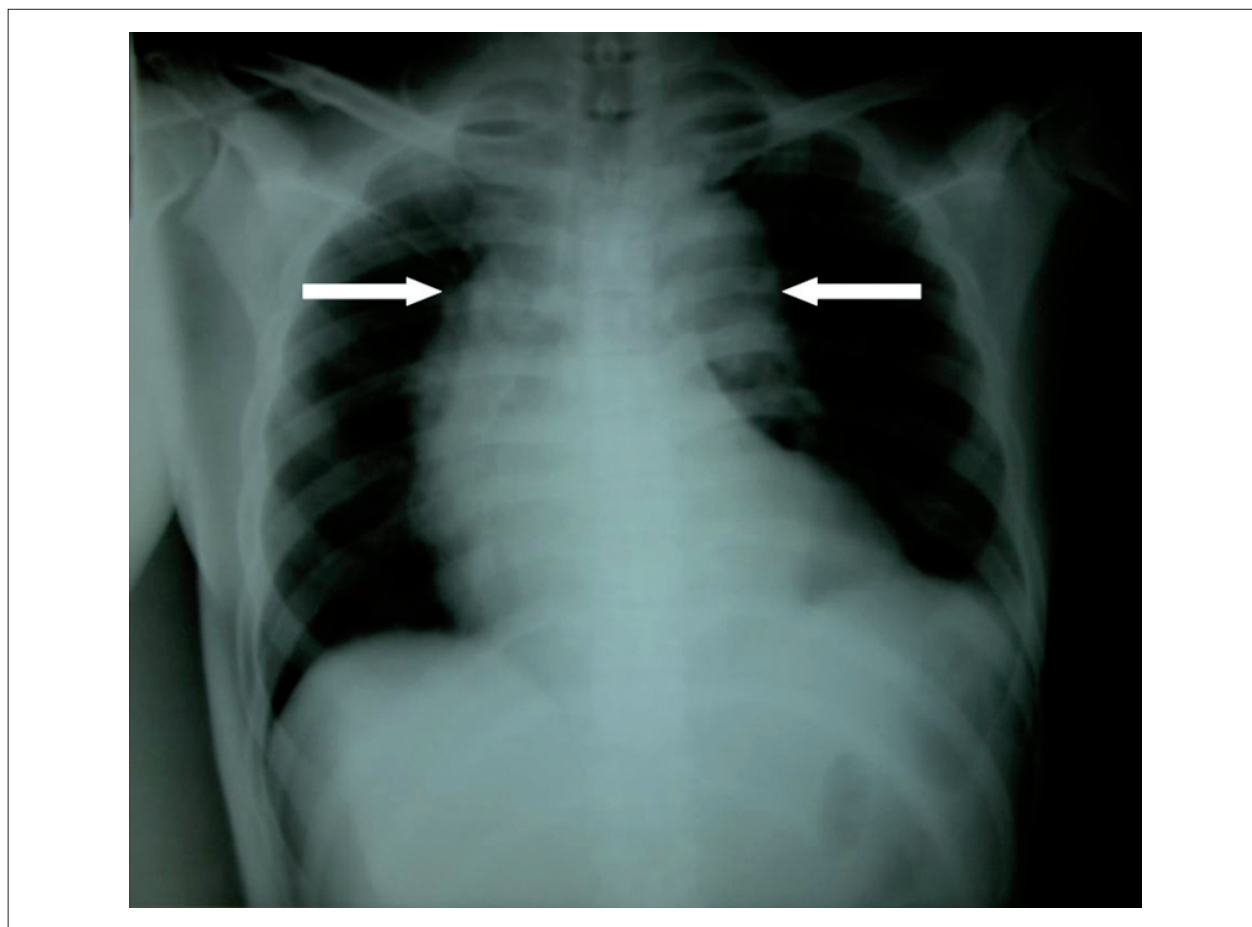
Radiografia simples de tórax demonstrando alargamento do mediastino (seta), sugestivo de aneurisma de aorta torácica.
